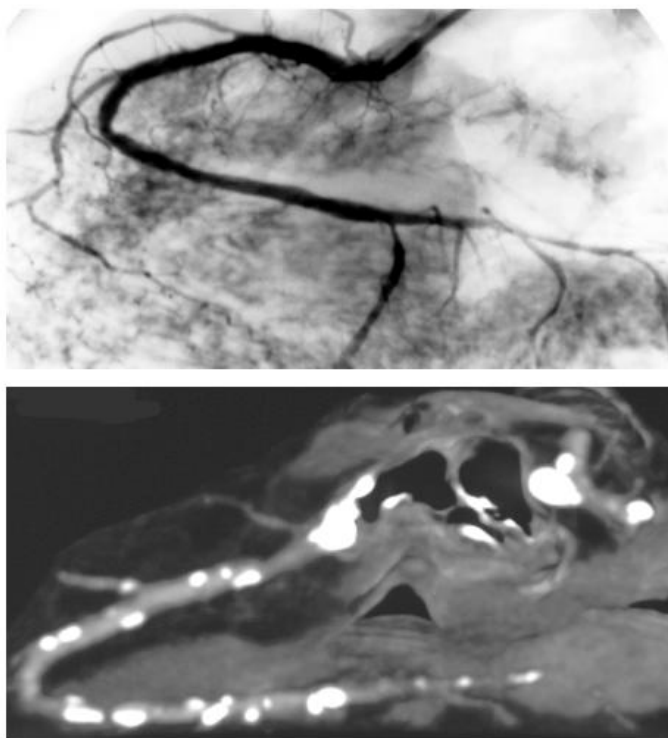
Vergleich zwischen Angiographie (oben) und CT-Koronarangiographie (unten) im Bereich der RCA bei Herz 1. Beachte die Diskrepanz zwischen der Angiographie als Luminographie mit Darstellung leichtgradiger Gefäßveränderungen und der CT-Koronarangiographie als Luminographie + Gefäßwanddarstellung („vessel wall imaging“) mit multiplen verkalkten und nicht verkalkten Koronarläsionen.*
